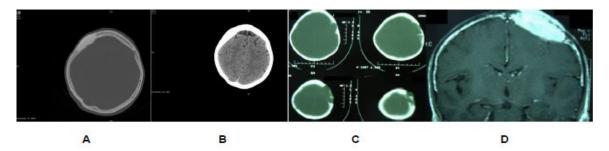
En imagen A observamos TAC (ventana de hueso; axial) que demuestra lesión hiperdensa en egión frontal derecha. En imagen B observamos el mismo TAC (ventana de cerebro; axial) que demuestra la no afectación del tejido cerebral (2). En imagen C observamos otro TAC (ventana de hueso; axial) que lemuestra una lesión osteolítica de tipo destructivo en región fronto-parietal izquierda. En imagen D observamos una RM (T1-WI; coronal) de mismo paciente (imagen C) con un refuerzo de la lesión sin involucro lel espacio epidural (3).
